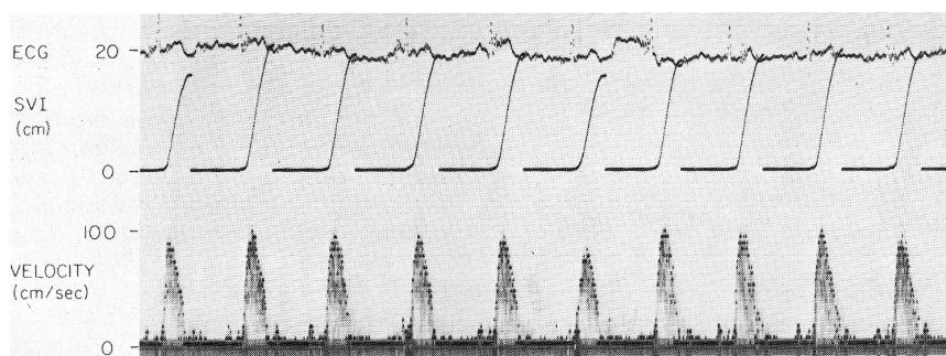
Flux doppler obtenu par fenêtre suprasternale. D'après Huntsman et al. 1983 (52).
